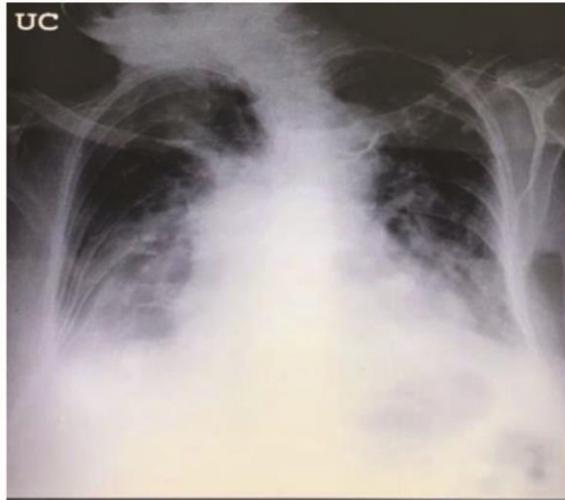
Radiografia de tórax (no leito).
